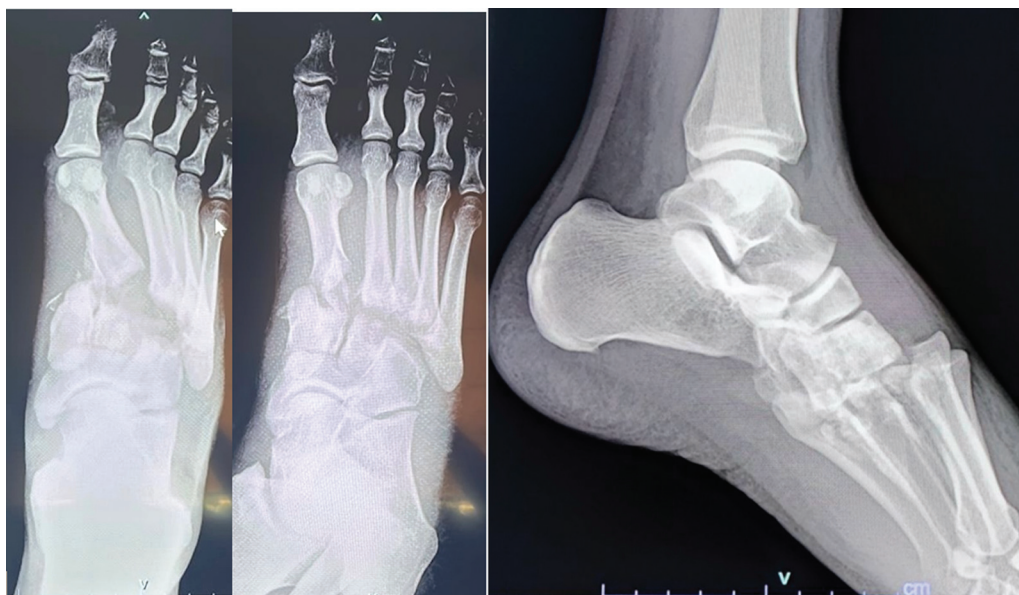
Radiografía anteroposterior, oblicua y lateral del pie al ingresar al hospital tras accidente.
